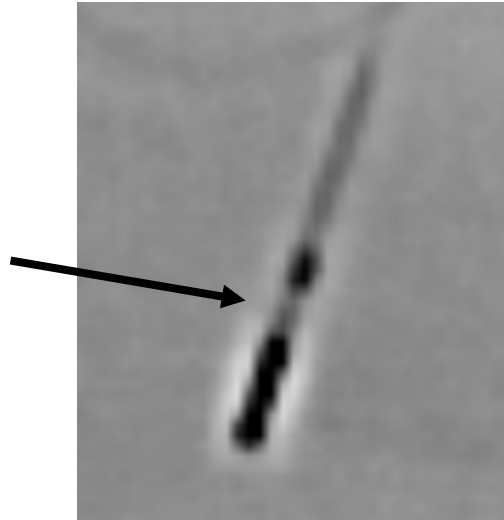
fluoroscopische anterior-posterior röntgenfoto
